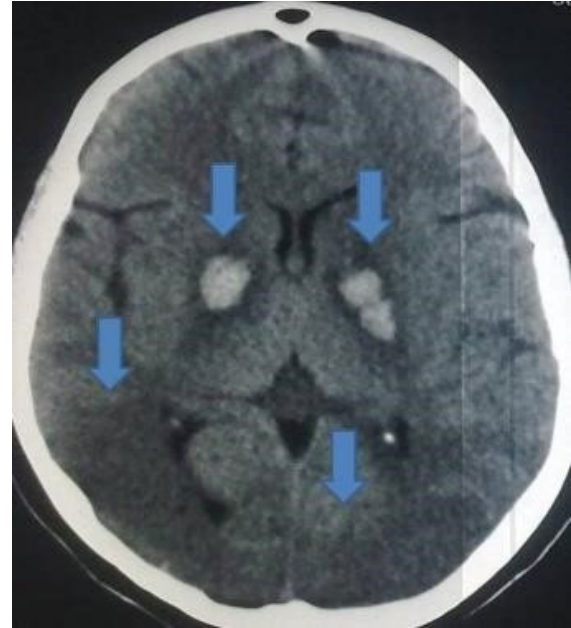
Initial cranial CT at administration, bilateral brain edema and deterioration on gray-white matter margin.
